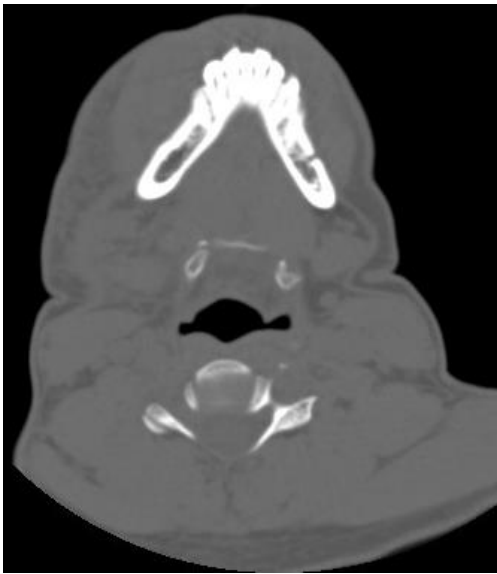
Tomografía Computarizada corte transversal del macizo facial, observándose trazo de fractura del ángulo izquierdo. Fuente propia.
